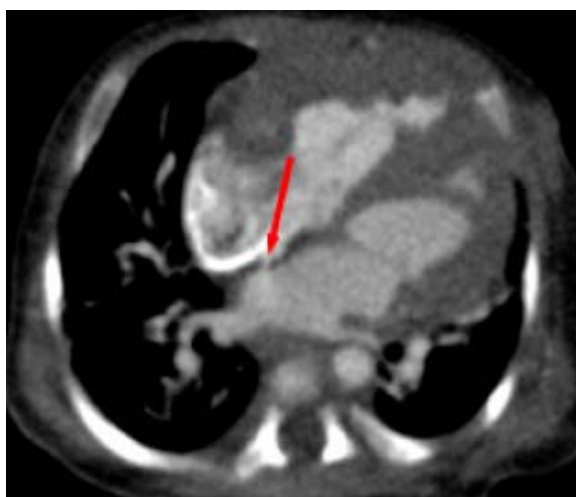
Imagen por RM de FOP (Mohrs y cols, *AJR*, 2005)
